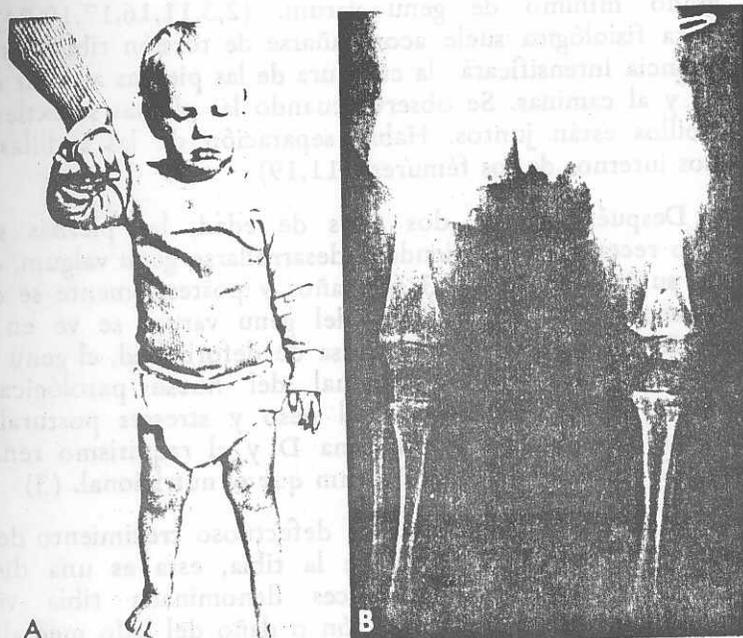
A, alineación de los miembros inferiores en un niño de 15 meses de edad con aspecto “normal”, sin signos de varus o valgus. B, radiografía con el pequeño de pie. El ángulo tibiofemoral se acerca a cero. Las epifisis son ovoideas y los planos transversales de las líneas epifisarias de la rodilla y el tobillo son relativamente horizontales. (19)
